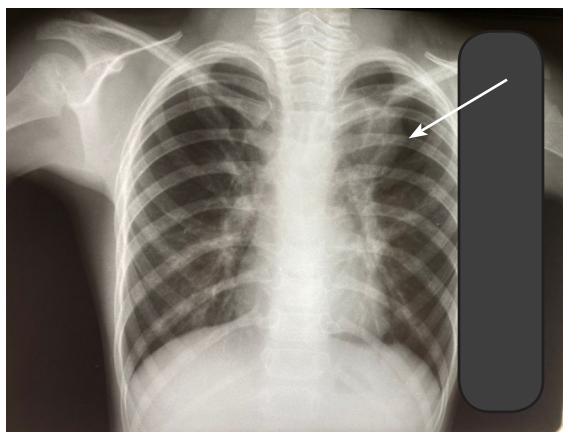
Рентгенограмма органов грудной клетки при госпитализации
